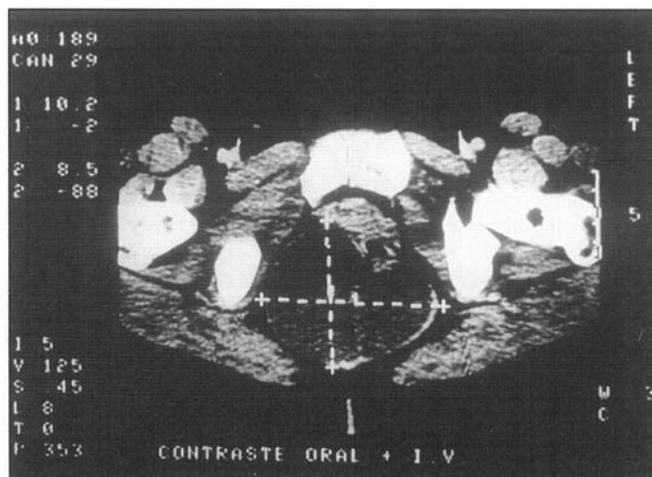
Tomografia pélvica: imagem de corte axial de pelve após administração oral e venosa de iodo, evidenciando um tumor cístico de aproximadamente 10 x 10 x 7 cm de diâmetros, situado entre o sacro e o reto, esmagando e deslocando o reto no sentido ântero-lateral direito.
